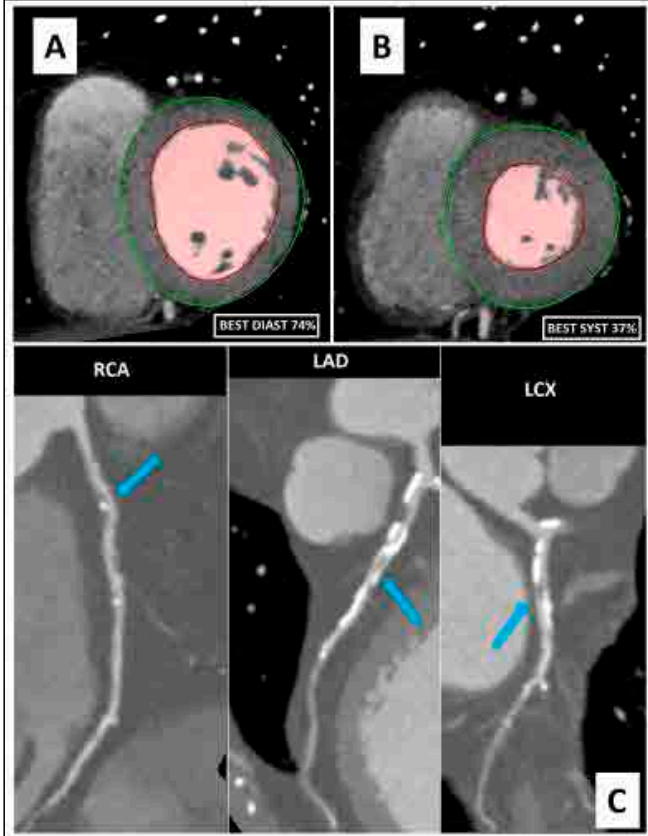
(Suboptimal tetkilerde yalnızca pozitiflik): Kardiyak BT'de kısa aks ve en iyi diastolik ve en iyi sistolik görüntülerde anterolateral duvarlarda sistolik fazda incelme ve balonlaşma izlenmekte olup diskinezi ile uyumludur (Kırmızı oklar, A, B). Ancak hastada değişken kalp fazına bağlı artefaktlar dikkati çekmiştir (Mavi oklar, C). Koroner arter hastalığı olmayan hastada (D) aritminin neden olduğu artefaktları ikincil yalnızca diskinezi görüntüsünü izlenmektedir.
